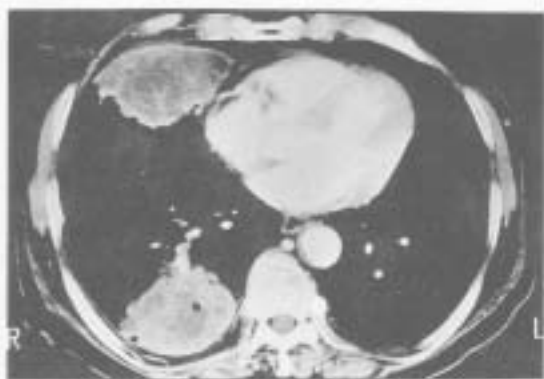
Chest CT: Two large opacities with lobulating contour and central necrosis are present in the right lung.
